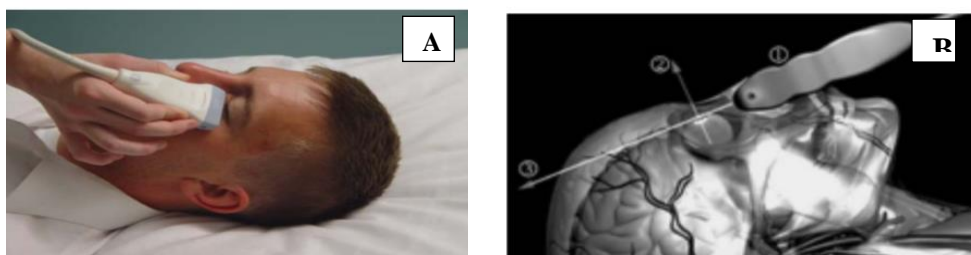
A. Colocación de la sonda para obtener una imagen coronal del iris-pupila, usando un transductor lineal de alta frecuencia. B. Planos de trayecto del haz de ultrasonidos sobre el globo ocular para obtener imagen en plano coronal. (Courtesy of Butler Graphics, Inc.)
